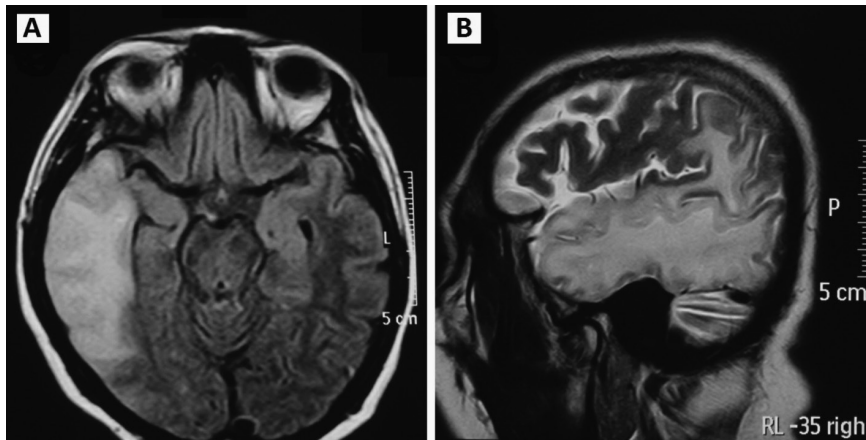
RM de encéfalo del primer episodio pseudovasculare que muestra un significativo aumento de la señal predominantemente cortical, evidenciando lesión hiperintensa en el lóbulo temporal y parte del parietal derecho, no apreciándose proceso expansivo (A: corte axial en secuencia FLAIR; B: corte sagital en T2).
